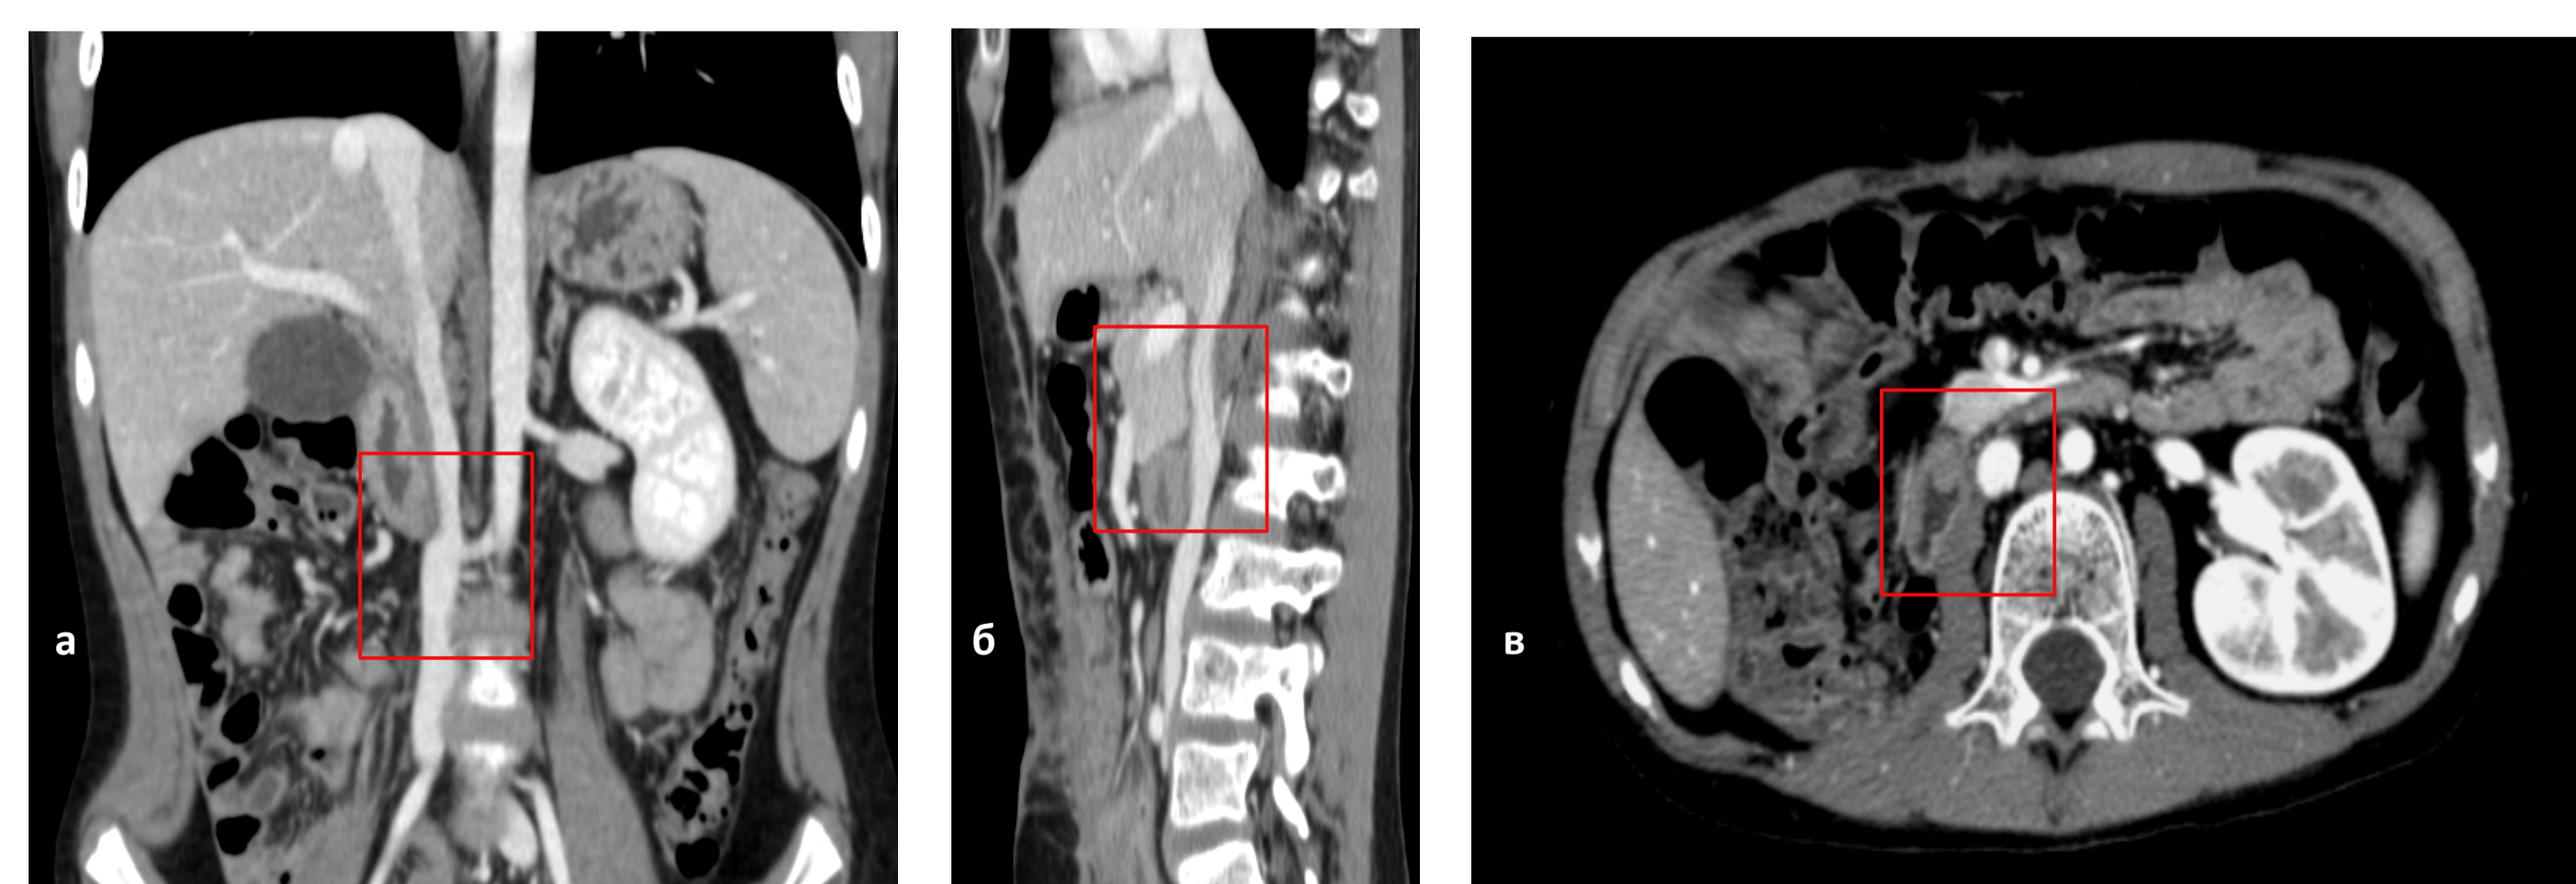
Данные КТ через 3 месяца после оперативного лечения, в 3 проекциях: а — фронтальная, б — сагиттальная, в — горизонтальная.
